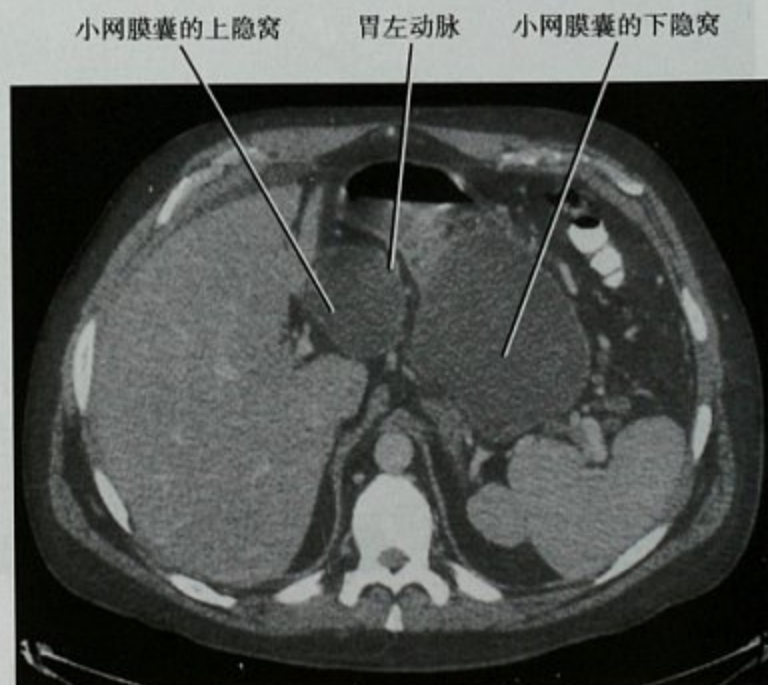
小网膜囊积液患者的横断位增强 CT 扫描
